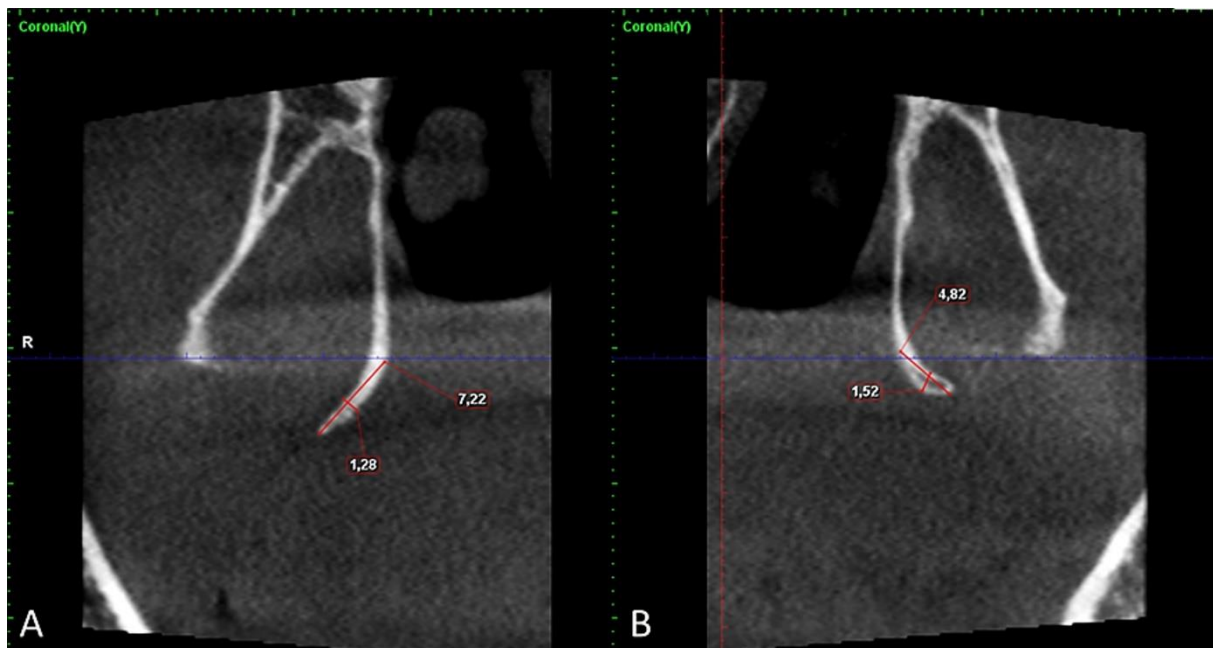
Corte coronal de Tomografía Computada Cone Beam. Medición de longitud y ancho de los procesos hamulares. A: Proceso hamular derecho. B: Proceso hamular izquierdo.
